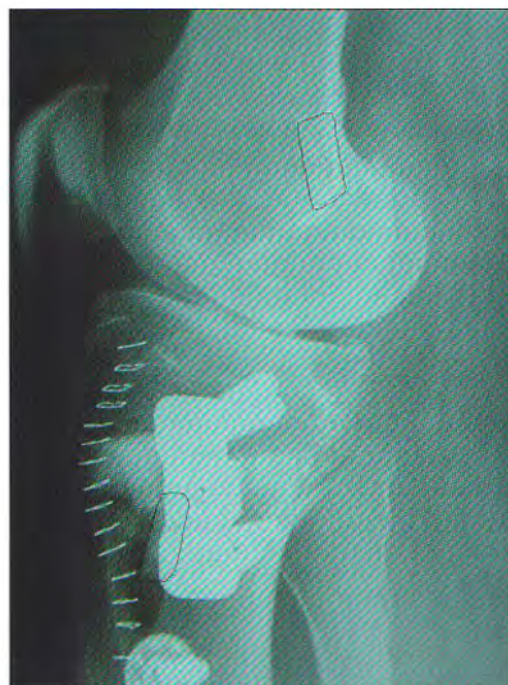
Radiografía lateral mostrando situación aproximada de las pastillas óseas del LCA y la placa de osteotomía.
